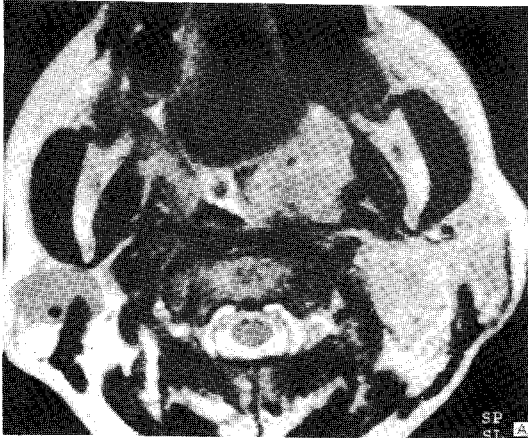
Left tonsillar lymphoma with MR evaluation. A large slightly hyperintense mass is shown in the left tonsil area with homogeneous signal intensity on T2-weighted axial image (a). On T1-weighted image (b), the mass is seen as homogeneous iso-intensity. The signal intensities of an enlarged lymph node are similar to that of the primary lesion. After contrast infusion (c), the primary mass and lymph node disease are enhanced homogeneously.
